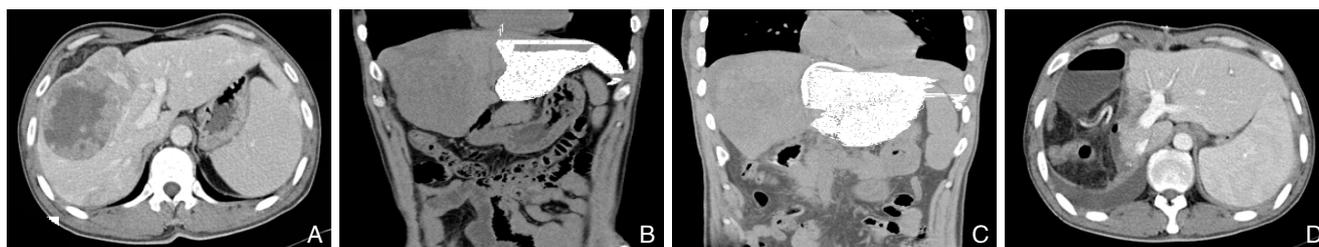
患者 1 围手术期 CT 检查结果及二维重建图像 A: 术前腹部增强 CT 示右肝巨大原发性肝癌; B: 术前 CT 扫描后冠状面重建, 测量剩余肝体积为 272.95 mL; C: ALPPS 第一步手术后 6 d, 剩余肝体积增大, 腹部 CT 扫描后冠状面重建, 测量剩余肝体积为 704.8 mL; D: ALPPS 第二步手术后 1 周复查腹部增强 CT
